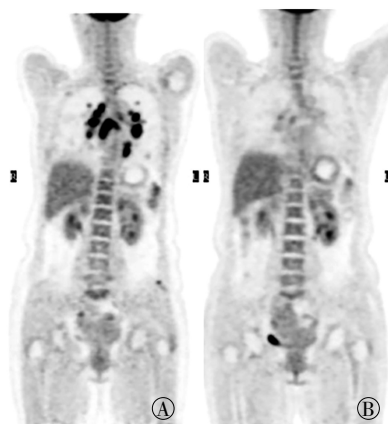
结节病患者(女性,50岁)治疗前和治疗后<sup>18</sup>F-FDG PET全身MIP图 图中,A:治疗前;B:治疗后。
